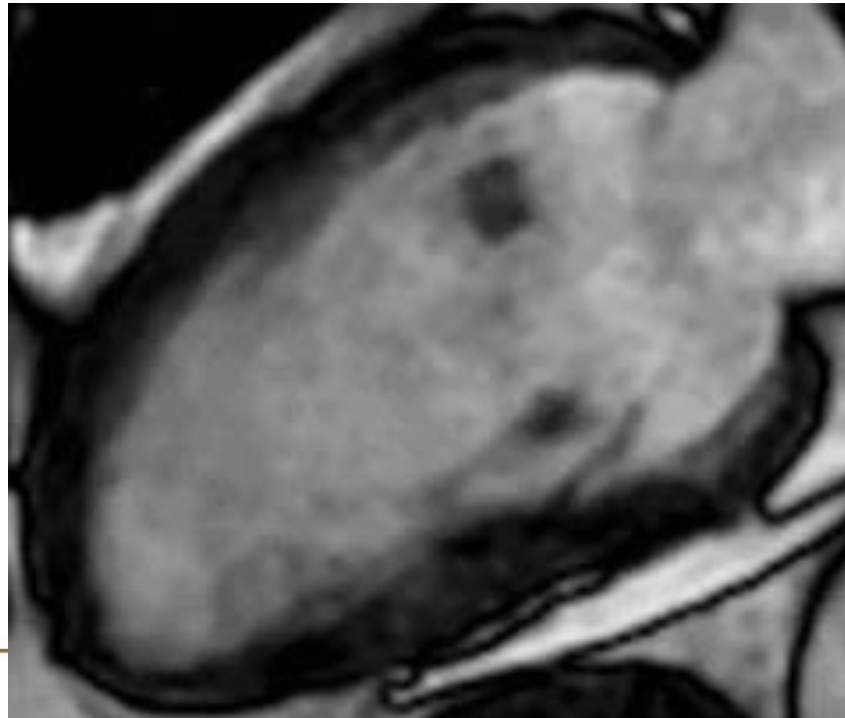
Hombre de 16 años. Dolor torácico de 48 h de evolución. RM en secuencias de realce tardío (A) observando realce subepicárdico anterior y lateral medioapical y secuencia T2-STIR (B) observando edema miocárdico en segmentos anteriores y lateral.
